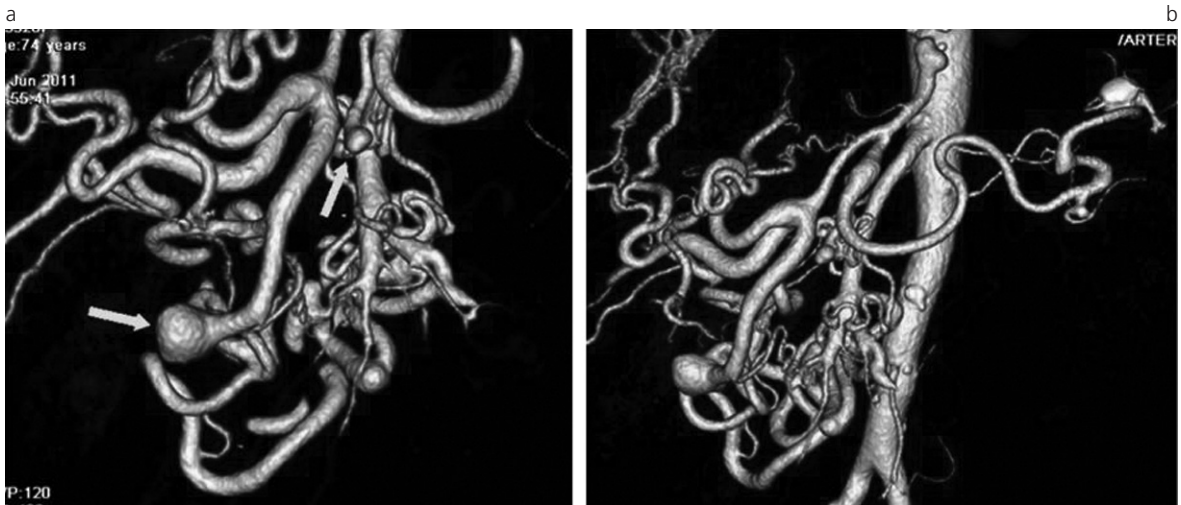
Reconstrucción 3D de angio-TC abdominal en una paciente mujer de 74 años de edad. Se notan aneurismas saculares de los vasos mesentéricos de la arcada gastroduodenal (a) y de la arteria esplénica (b), y dilataciones vasculares (flechas).
